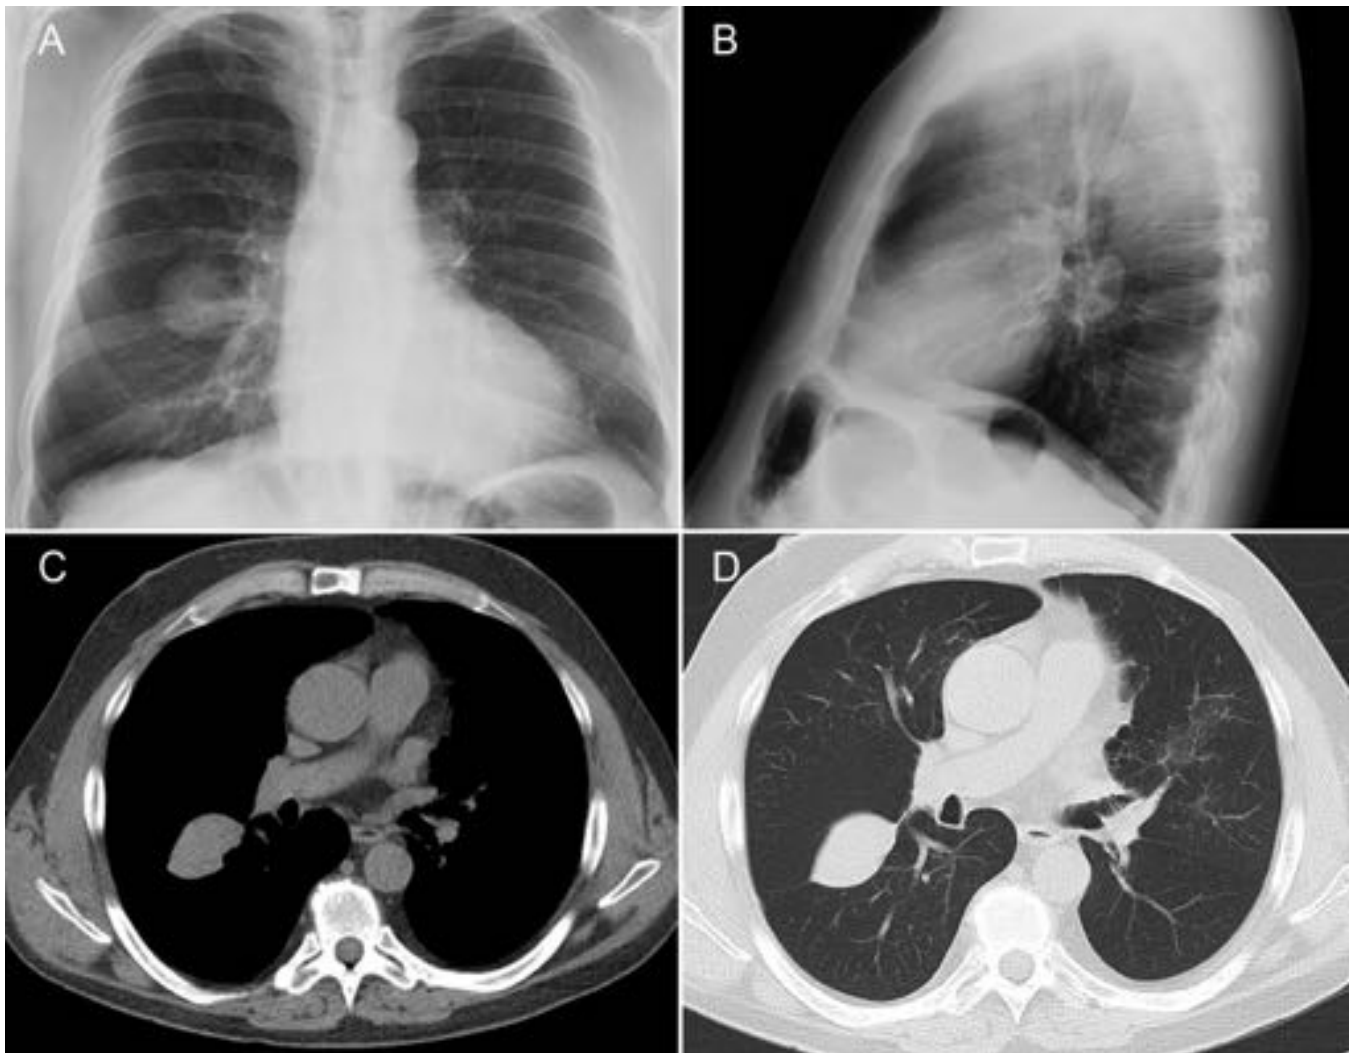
Tumor fibroso pleural en cisura mayor derecha en un hombre de 55 años asintomático. A y B. Radiografías PA y lateral de tórax. Masa bien definida en hemitórax derecho. C y D. TC con contraste IV con ventana de mediastino y parénquima. Masa sólida homogénea de morfología ovalada localizada en la cisura mayor derecha. La lesión no mostró captación en el estudio PET/TC (no mostrado).
